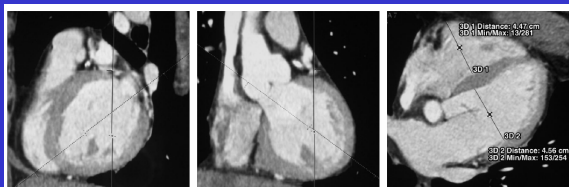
Measurement of the short axes of the RV and LV on a reformatted four-chamber CT image obtained in a 54-year-old patient with nonsevere PE. Dashed lines on sagittal (a) and coronal (b) CT images of the heart are rotated to obtain the four-chamber image (c). The short axes of the RV and LV are 44.7 mm and 45.6 mm, respectively, resulting in a normal RV/LV diameter ratio of less than 1.
